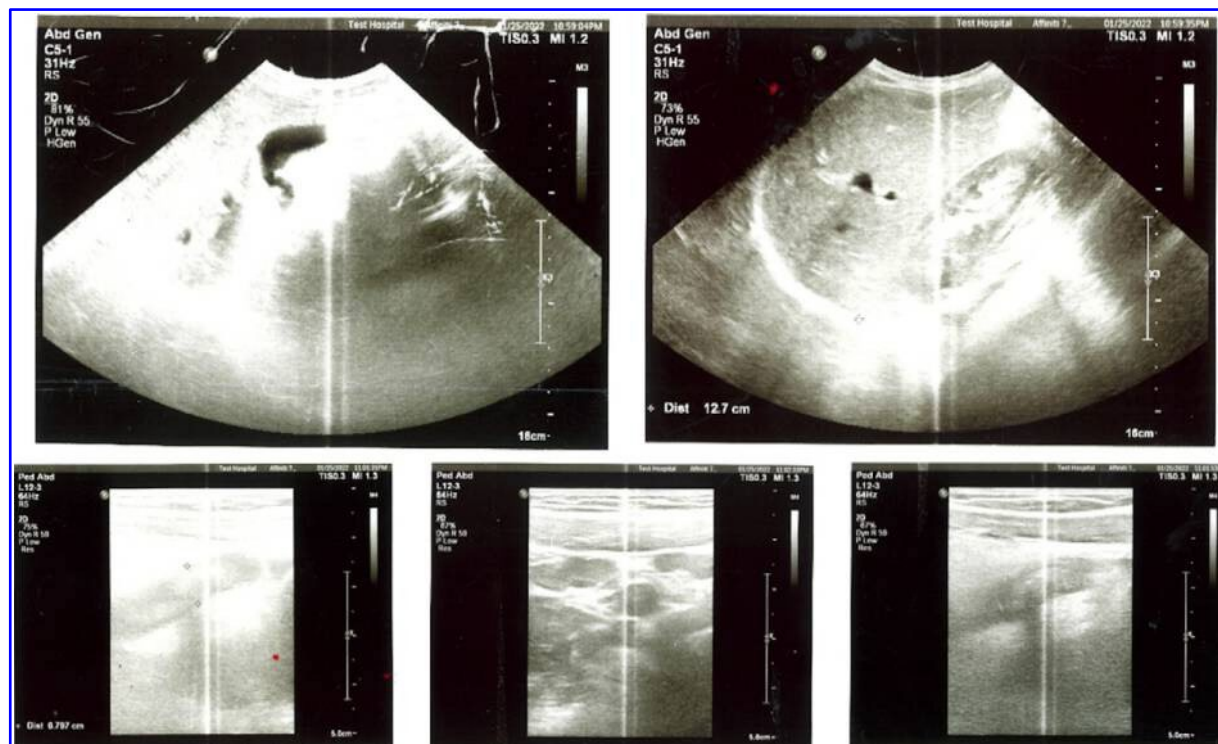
УЗИ брюшной полости от 25 января 2022 г., выявляющее аперистальтический несжатый сегмент, достигающий 7,6 мм в диаметре в перикальной области в правом нижнем квадранте живота повышенной эхогенности и с минимальным количеством свободной жидкости в прилегающей ткани сальника. Многочисленные хорошо очерченные гипоэхогенные брыжеечные лимфатические узлы, самый большой из которых был размером 15 · 9 мм, определялись в брыжеечной области в правом нижнем квадранте живота. УЗИ, ультрасонография.
